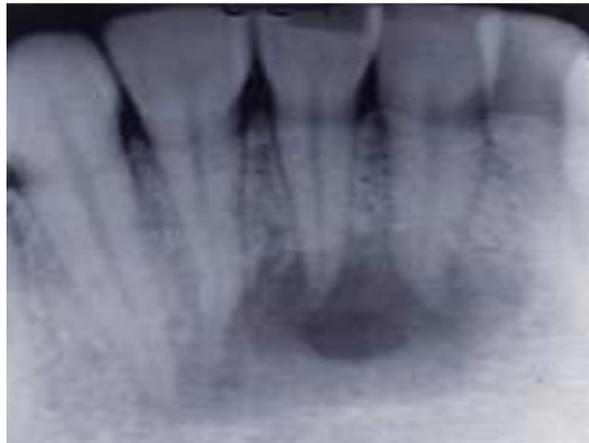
Cliché radiographique chez la même patiente. [92]
